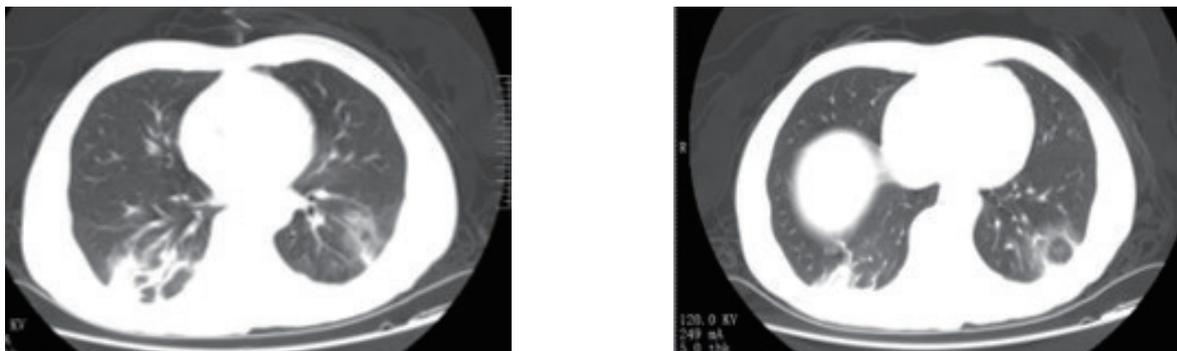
患者术后肺部CT示双下肺片状密度增高影,“毛玻璃样”改变,提示病毒性肺炎
